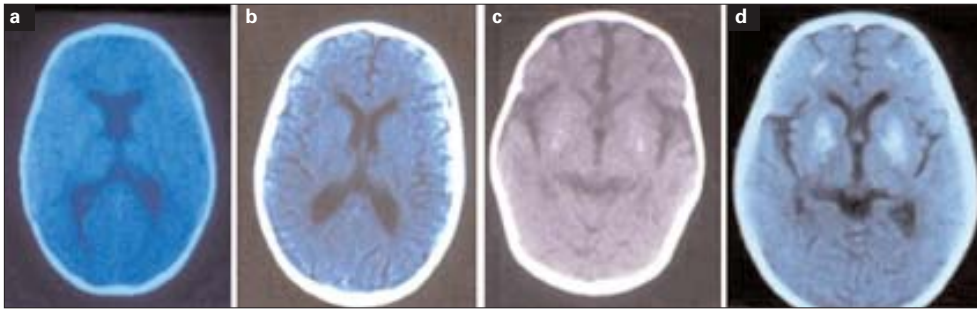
Tomografía axial computarizada: a) Normal; b) Con atrofia cortical; c) Con atrofia cortical y calcificaciones de ganglios basales (GB) en un lactante de 6 meses de edad; d) Con atrofia cortical, calcificaciones de los GB e intraparenquimatosas bifrontales en un niño con encefalopatía progresiva VIH avanzada.
